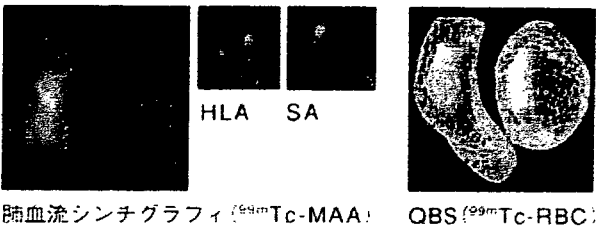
心電図同期心ブールSPECT(QBSソフトウェア)の臨床応用
